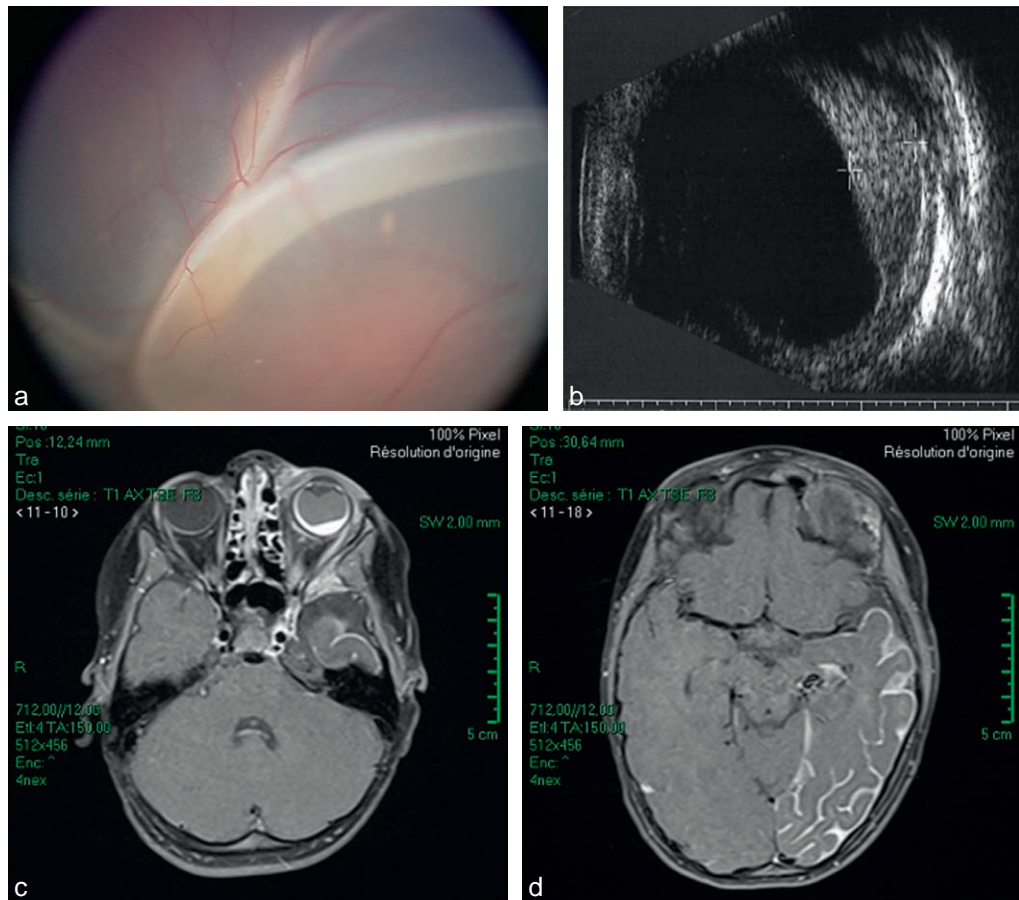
a. Décollement de rétine total et hémangiome choroïdien diffus de l'œil gauche chez une jeune patiente de 4 ans. b. Échographie en mode B de l'hémangiome, démontrant une lésion choroïdienne diffuse hyperéchogène. c. Chez la même patiente, IRM en séquence T1 démontrant à gauche une lésion choroïdienne hyperintense correspondant à l'hémangiome choroïdien diffus, associé à un décollement de rétine total. d. Chez la même patiente, angiome pial dans le territoire temporo-pariëto-occipital, ipsilatéral à la lésion oculaire.
